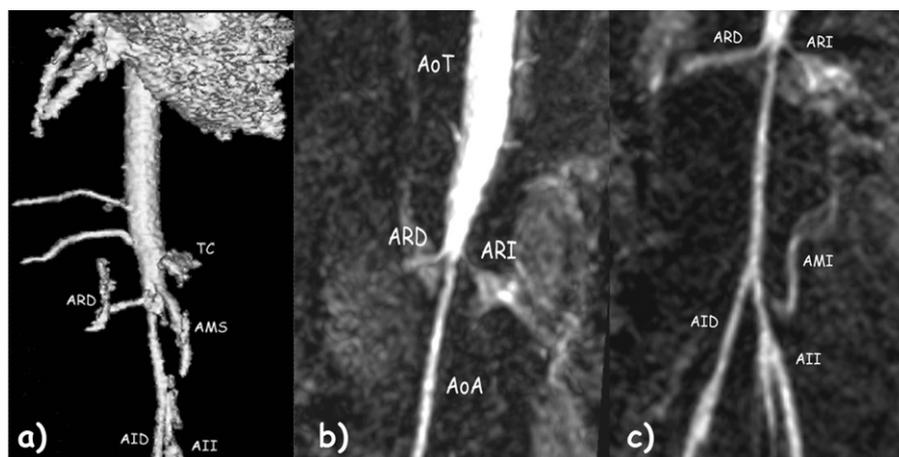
Angio resonancia magnética: a) Hipoplasia de aorta abdominal por debajo de arteria mesentérica superior (AMS) y tronco celíaco (TC) y que afecta la salida de ambas arterias renales (ARD, arteria renal derecha). Disminución del tamaño de ambas arterias iliacas, derecha (AID) e izquierda (AII). b) y c) Aorta torácica (AoT) normal con severa coartación inframesentérica que afecta la salida de ambas arterias renales. Aorta abdominal (AoA). La arteria mesentérica (AMI) inferior normal.
